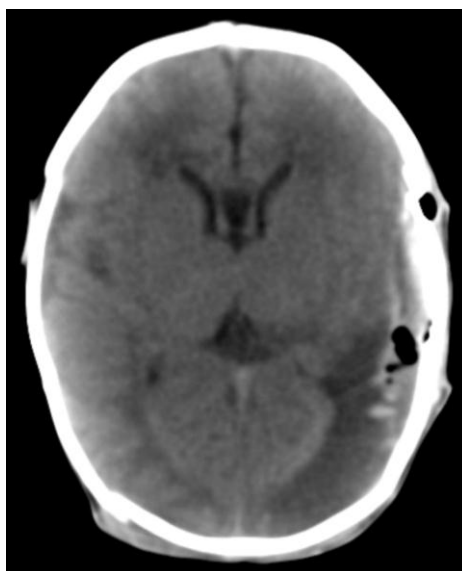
TC crânio-encefálico: Coleção subdural fronto-parietal temporal com densidade heterogênea, parcialmente hemorrágica e com coleções gasosas associadas, associada a edema parenquimatoso exercendo discreto efeito massa sobre o átrio ventricular
